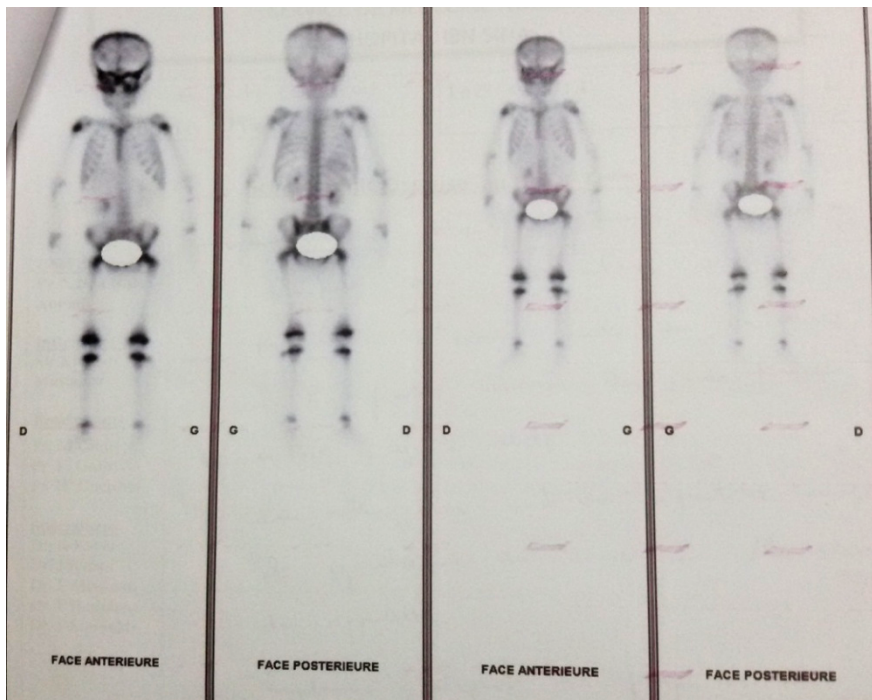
scintigraphie osseuse : localisations osseuses secondaires périorbitaires, Archives du CHOP.
